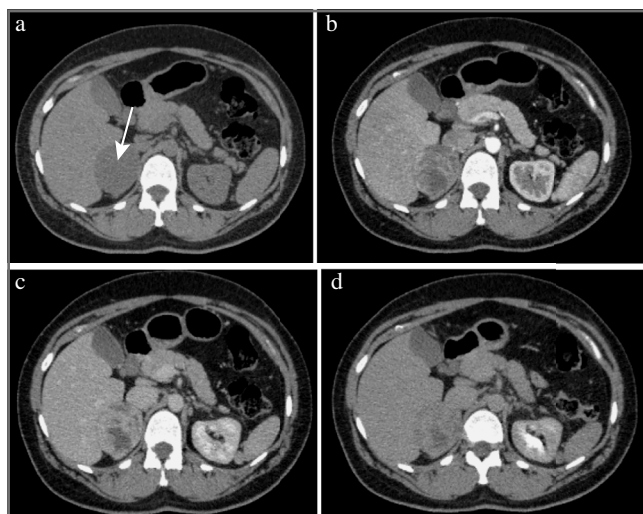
Рак правого надпочечника. МСКТ, аксиальная проекция: *a* – нативная фаза; *b* – артериальная фаза; *c* – венозная фаза; *d* – отсроченная фаза. В теле правого надпочечника определяется округлой формы образование (стрелка) с четкими ровными контурами, неоднородной структуры, неравномерно накапливающее контрастный препарат.
